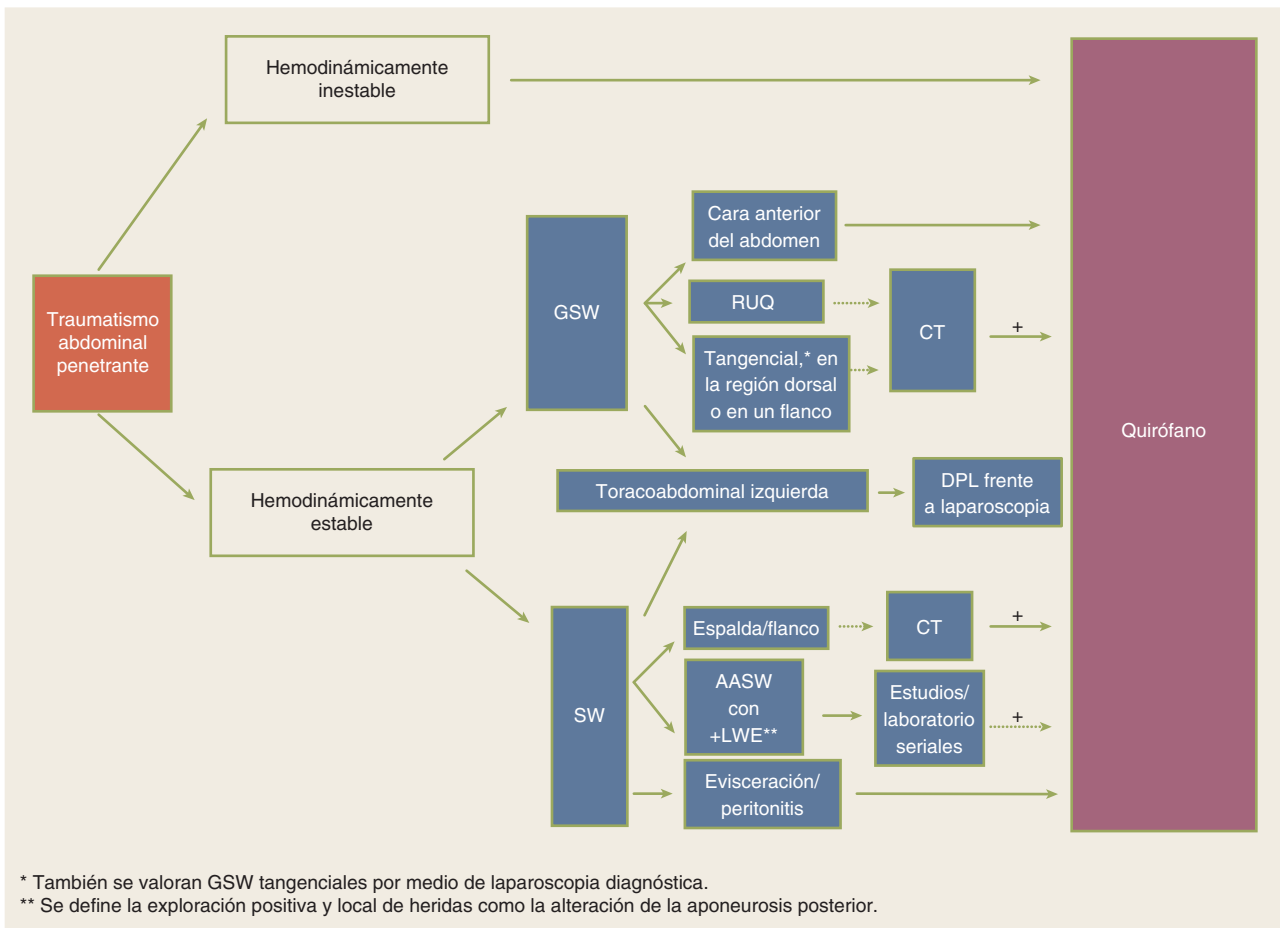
Algoritmo para la valoración de las lesiones abdominales penetrantes. AASW, herida por instrumento punzocortante en la pared abdominal anterior; CT, tomografía computarizada; DPL, lavado peritoneal diagnóstico; GSW, herida por proyectil de arma de fuego; LWE, exploración local de la herida; RUQ, cuadrante superior derecho; SW, herida por instrumento punzocortante.
